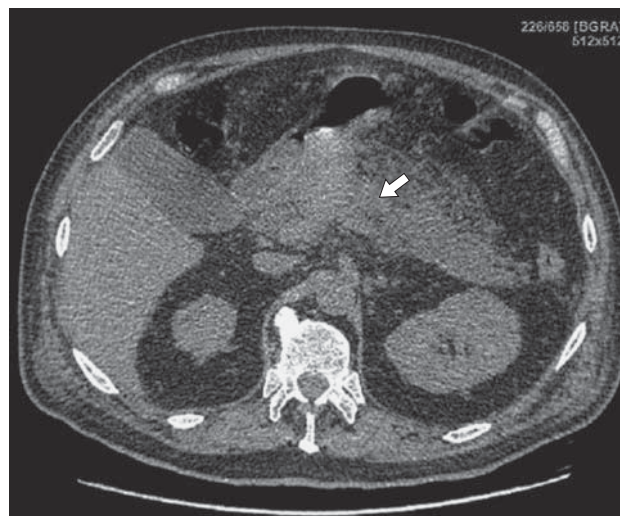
Компьютерная томограмма. Панкреонекроз, 8-е сутки. Глубокий некроз ткани в области тела указан стрелкой.
